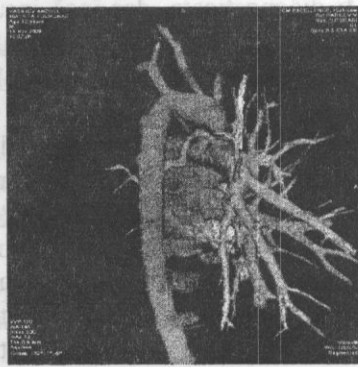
Tomografie computerizată. Angiopulmonografie.
